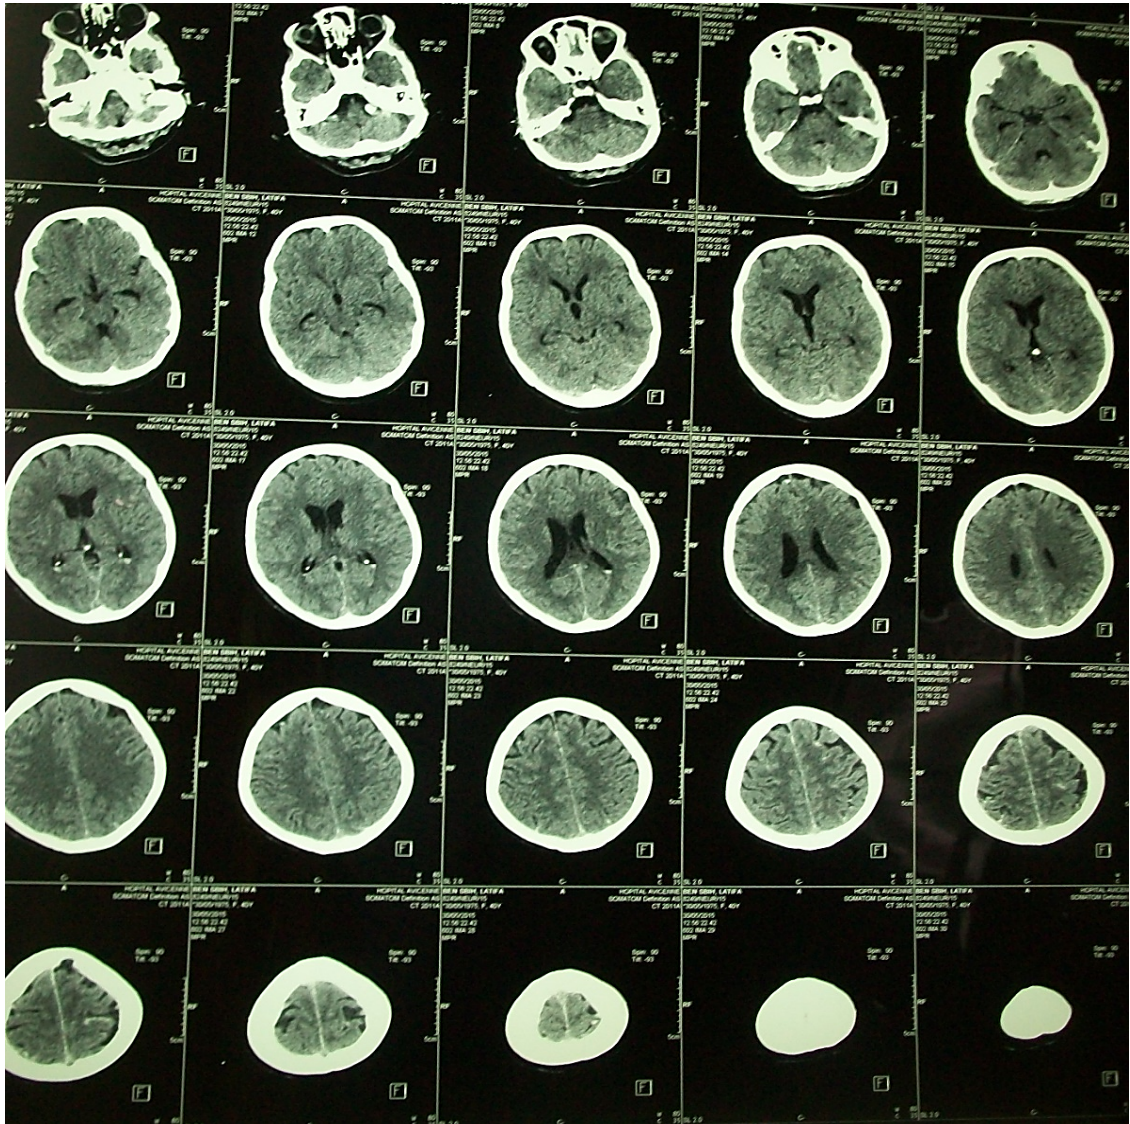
TDM C- de contrôle montrant la résorption de l'hématome.
